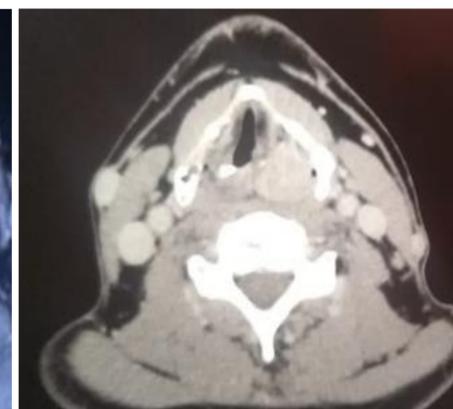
TC cuello: lesión de bordes definidos en hemilaringe izquierda que medializa aritenoides ipsilateral.
